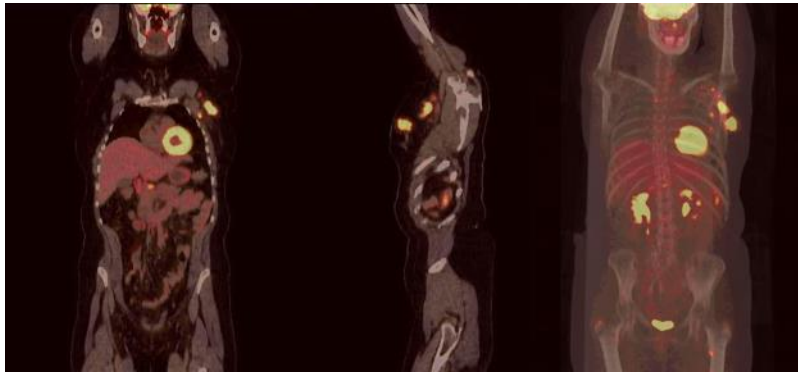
Immagine di carcinoma mammario ottenuta tramite PET³¹
